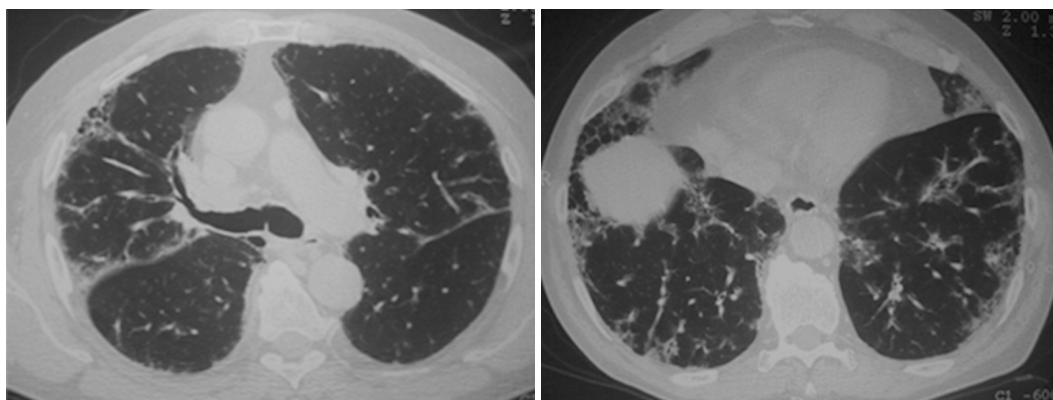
TC de tórax 2010.
